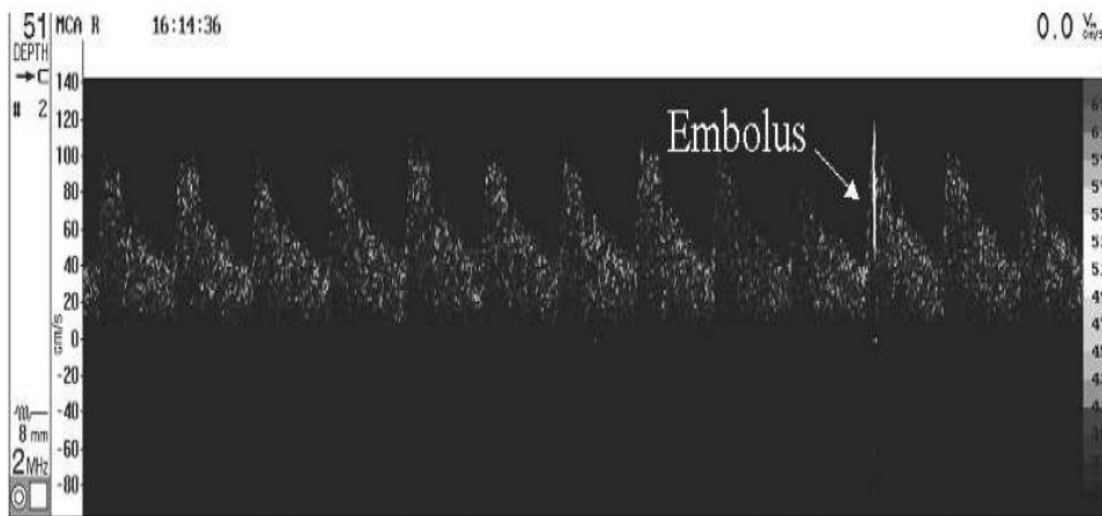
Signal d'embolisation partielle en forme d'onde Doppler [18].
